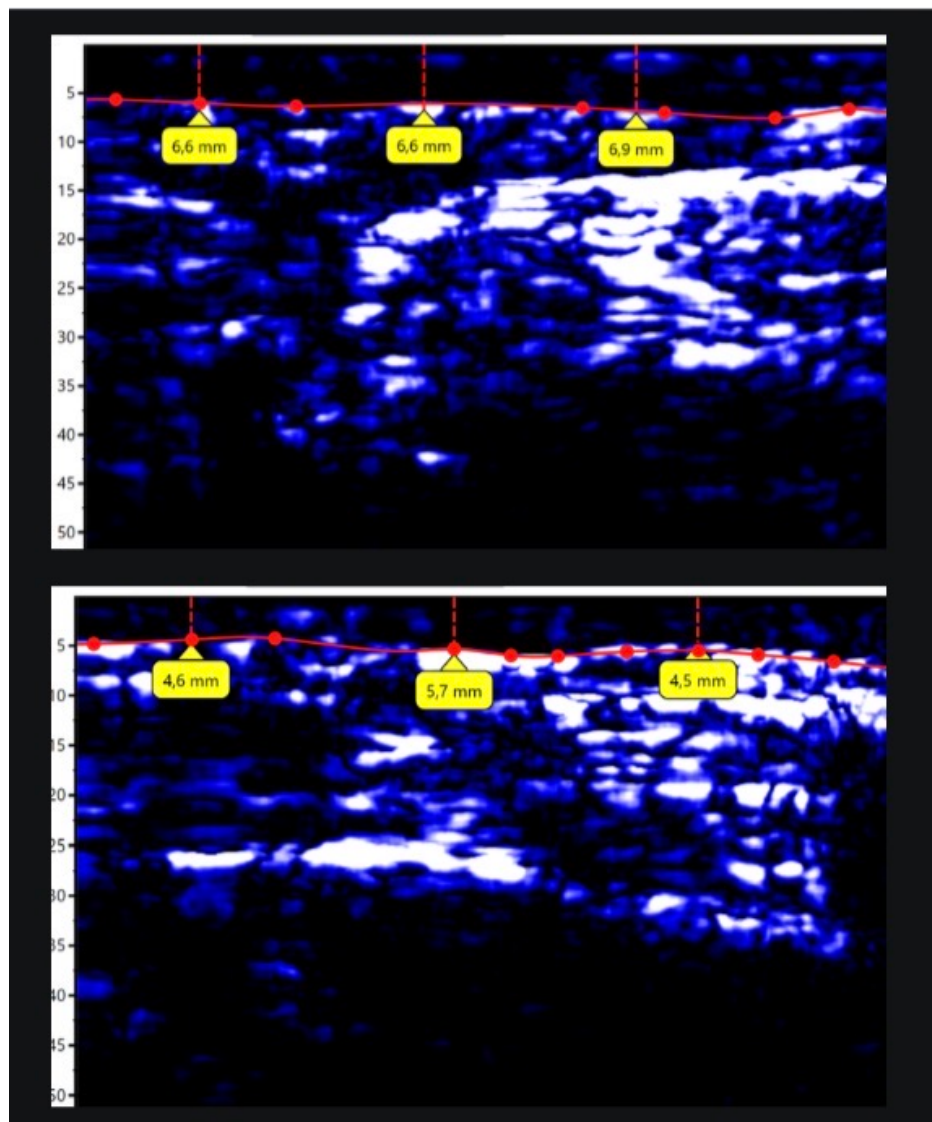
Paciente 1: ultrassonografia inicial (superior: 6,6; 6,6; 6,9 mm; média 6,70 mm) e final (inferior: 4,6; 5,7; 4,5 mm; média 4,93 mm). Redução média de 1,77 mm (26,4%).
